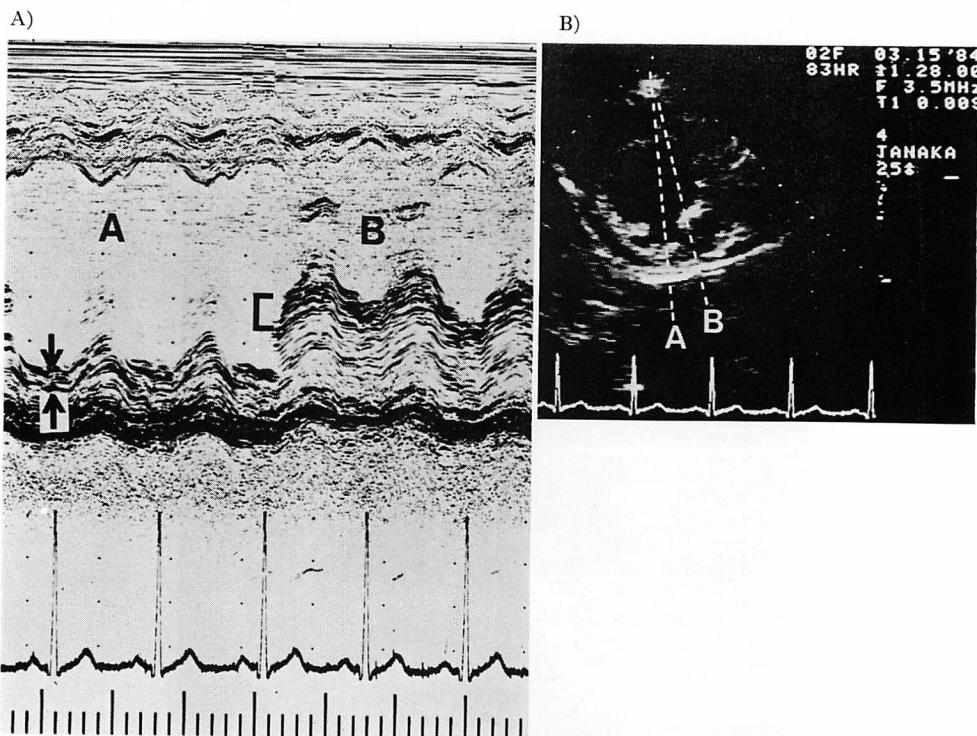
M-mode echocardiogram (left) recorded under the monitoring of two-dimensional echocardiogram (right) obtained from a 25-year-old man with SLE.
